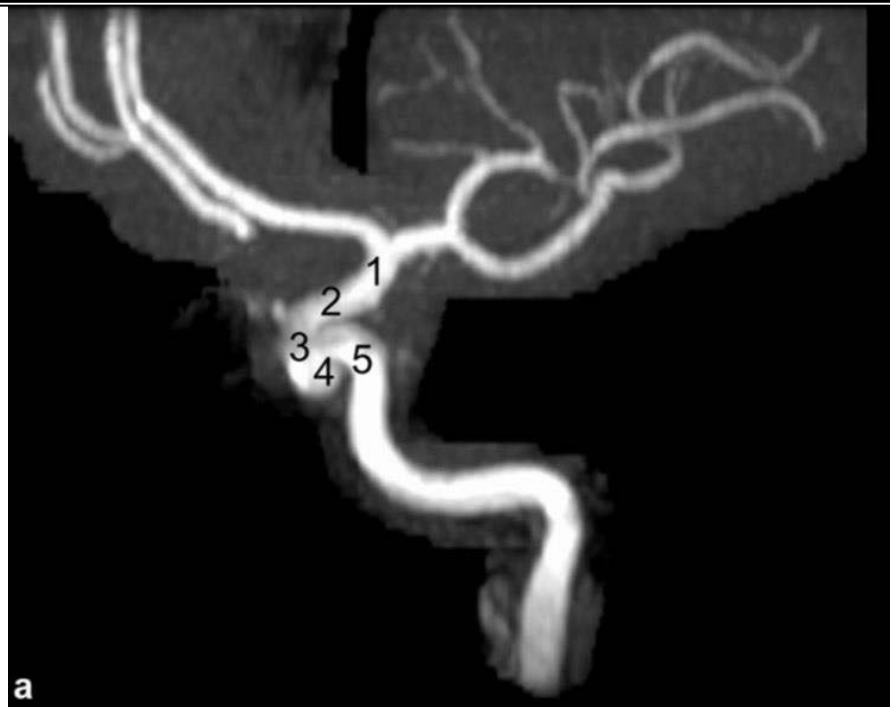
ANGIO-IRM objectivant un anévrysmes du siphon carotidien. a : vue oblique en temps de vol de l'axe carotidien interne droit. Segment terminal de l'artère carotide interne (ACI): segment C1 (1). Segment ophtalmique de l'ACI: segment C2 (2). Segment clinéoïde de l'ACI: segment C3 (3). Segment caverneux horizontal de l'ACI: segment C4 (4). Segment caverneux ascendant de l'ACI: segment C5 (5). Les segments 3, 4 et 5 correspondant à l'ACI caverneuse. [14]
